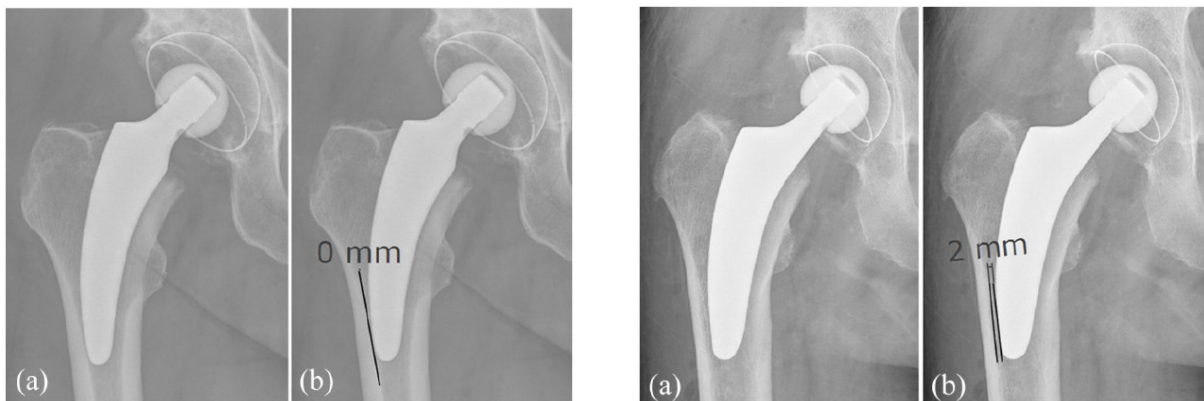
Links: Dargestellt ist der Unterschied eines suffizienten Kontaktes der Prothese mit der lateralen Kortikalis; a) postoperatives Röntgenbild, b) Messung des Abstandes der Prothese zur lateralen Kortikalis; in diesem Fall beträgt er 0 mm; rechts: Fehlender Kontakt im Fall eines "undersizing" des Prothesenschafts. Nach der Durchführung des postoperativen Röntgenbildes (a) zeigt sich ein gemessener Abstand von 2 mm (b) zur lateralen Kortikalis (258).
